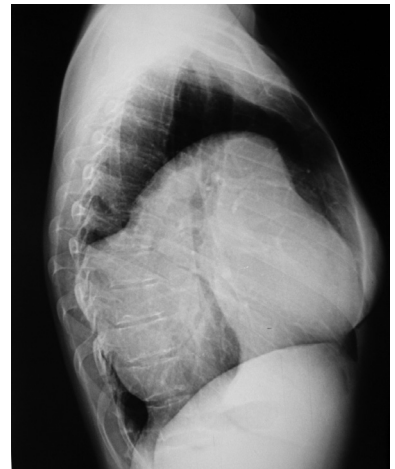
Рентгенограма органів грудної порожнини у боковій проекції
